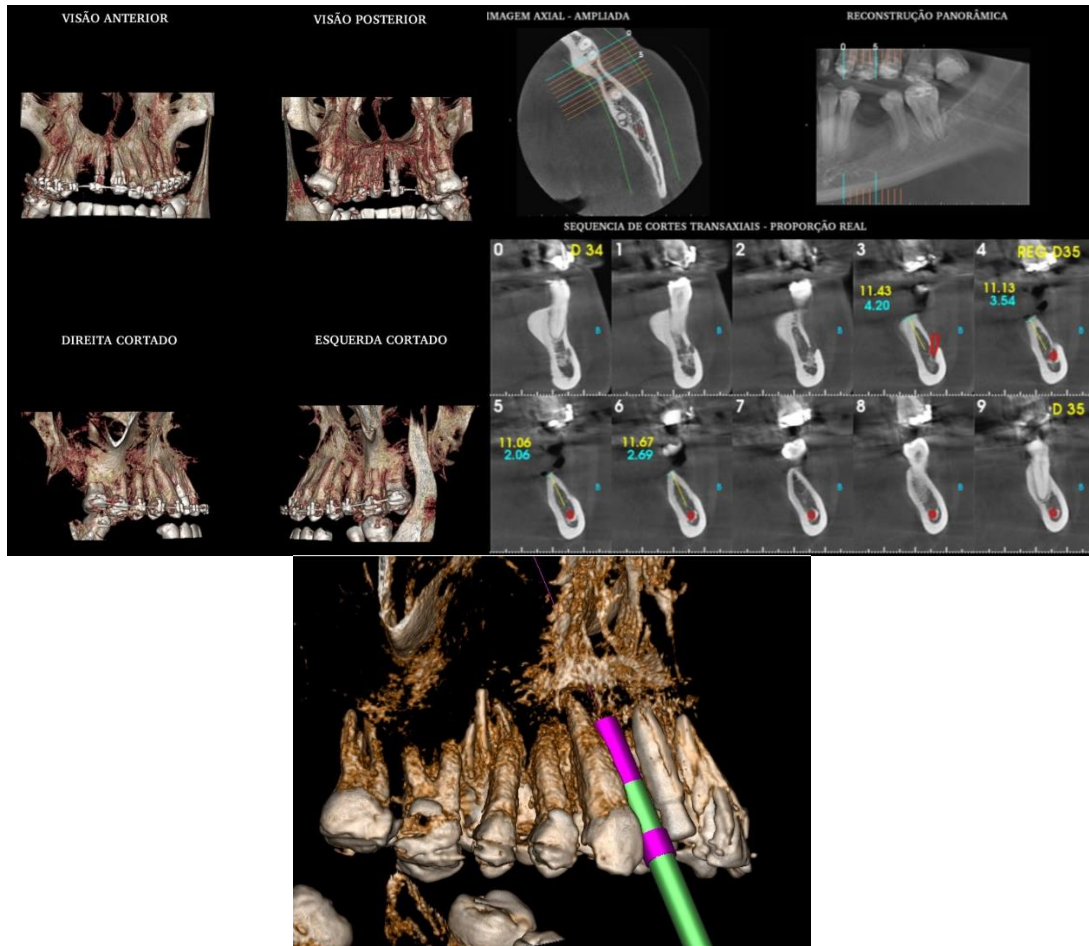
Tomografia inicial.
